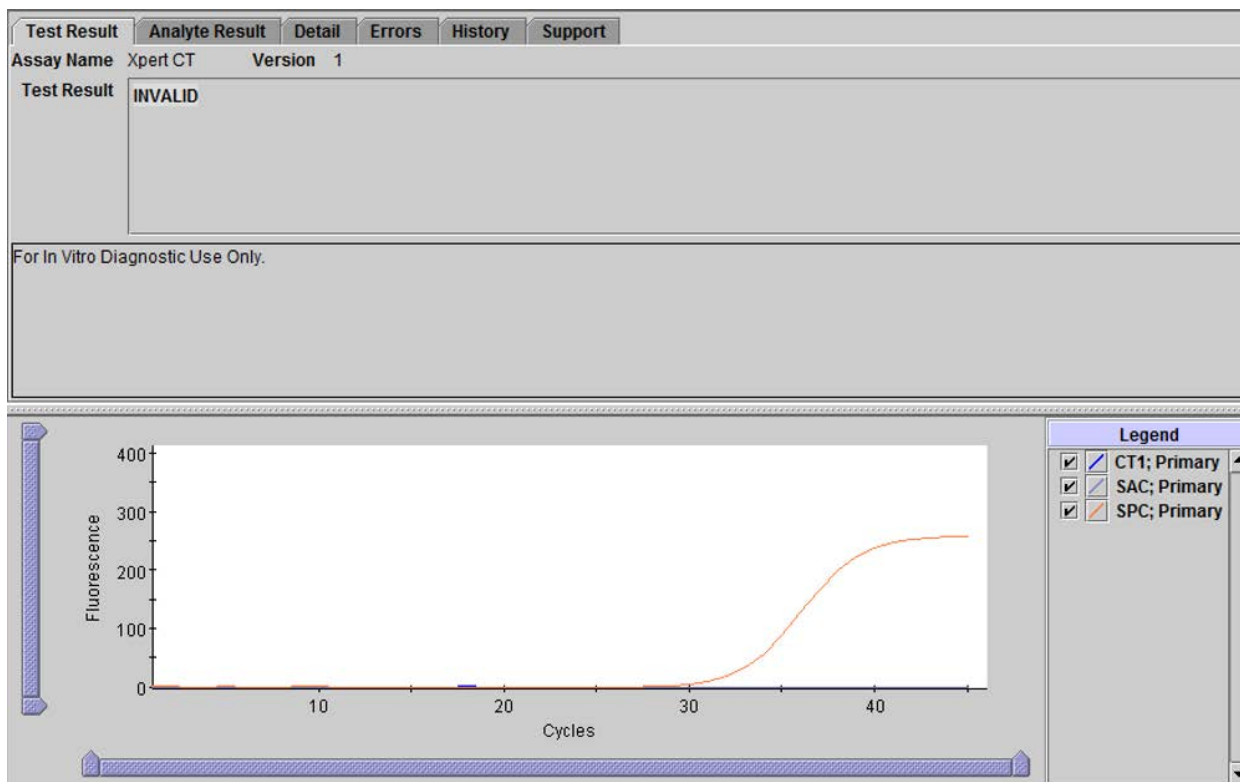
Xpert CT_NG – neplatný výsledek
